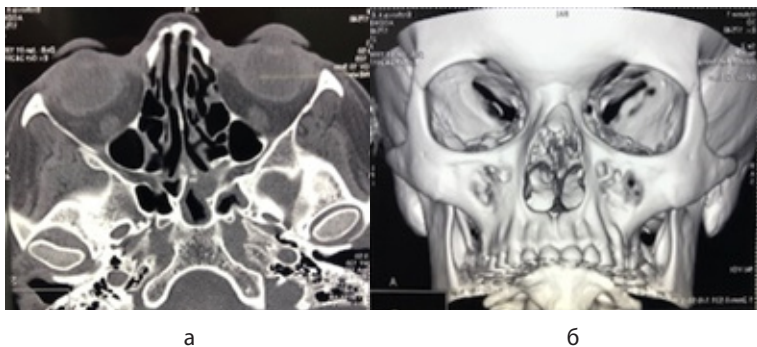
а - КТ черепа аксиальная проекция (перелом костей наружного носа); б – 3D реконструкция черепа (перелом носовых костей и лобного отростка нижней челюсти слева).
